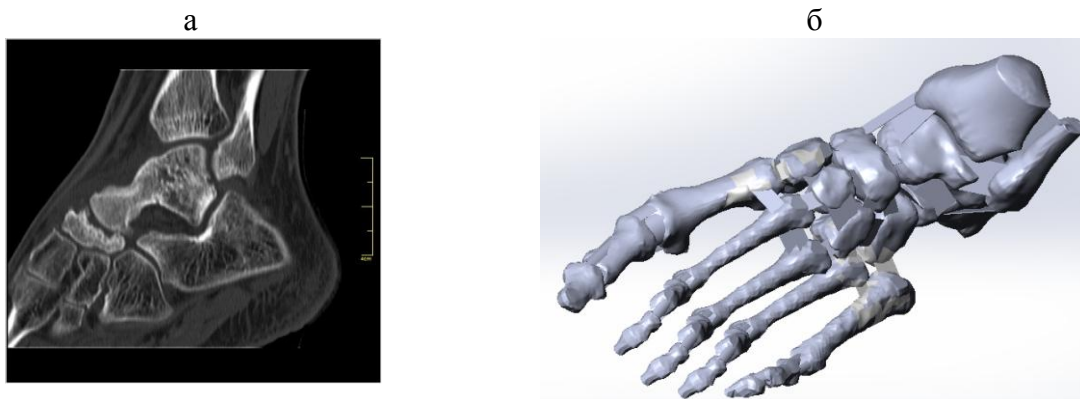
Срезы КТ стопы в интерфейсе Mimics (а) и твердотельная модель стопы (б)
